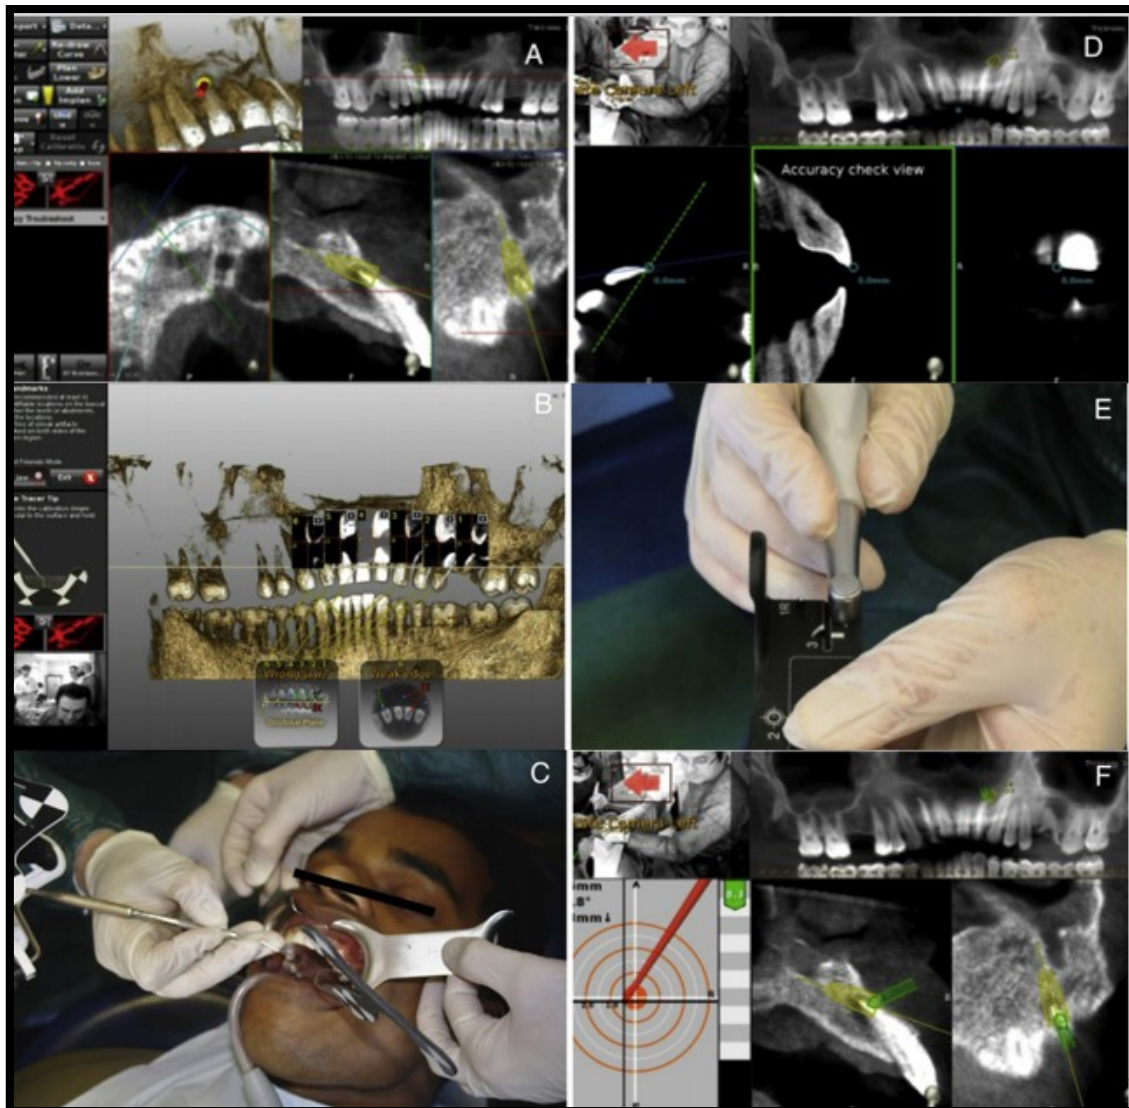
(A) Planeamento do tratamento usando CBCT anterior do doente. (B) Rastreo: a fase de calibração do sistema é realizada selecionando 6 pontos diferentes nas reconstruções de *software*. (C) Um suporte fixo é montado na boca do doente, que pode ser reconhecido pelas câmaras do Navident, posteriormente os 6 pontos pré-selecionados são rastreados usando uma ferramenta que apresenta um suporte que pode ser reconhecido pelo Navident para criar uma correspondência entre o CBCT digitalizado e a mandíbula do doente. (D) O rastreamento é concluído por uma exibição de verificação de precisão. (E) Antes do uso, a peça de mão e as brocas devem ser calibradas. (F) Perfuração sob orientação dinâmica: a direção e a angulação da broca durante o procedimento cirúrgico podem ser verificadas em 3 vistas diferentes do CBCT. Adaptado de: Gambarini et. al., 2019.
